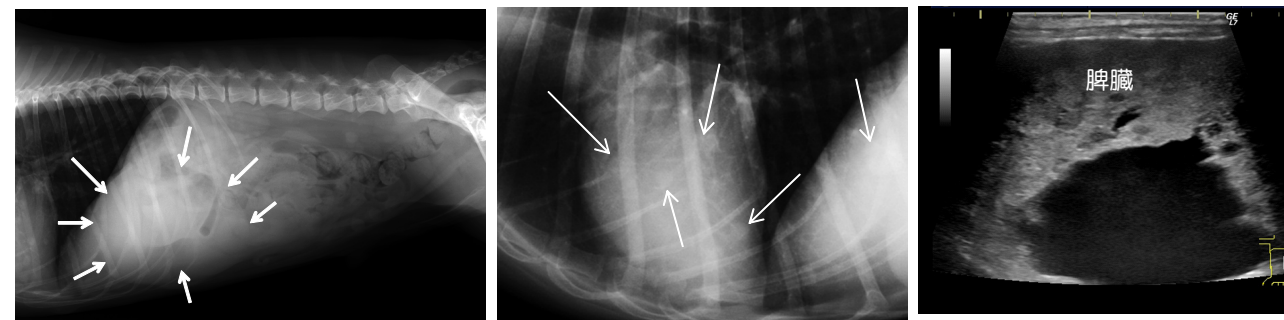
腹部単純X線所見 (RL像, 矢印: 腫瘍)
